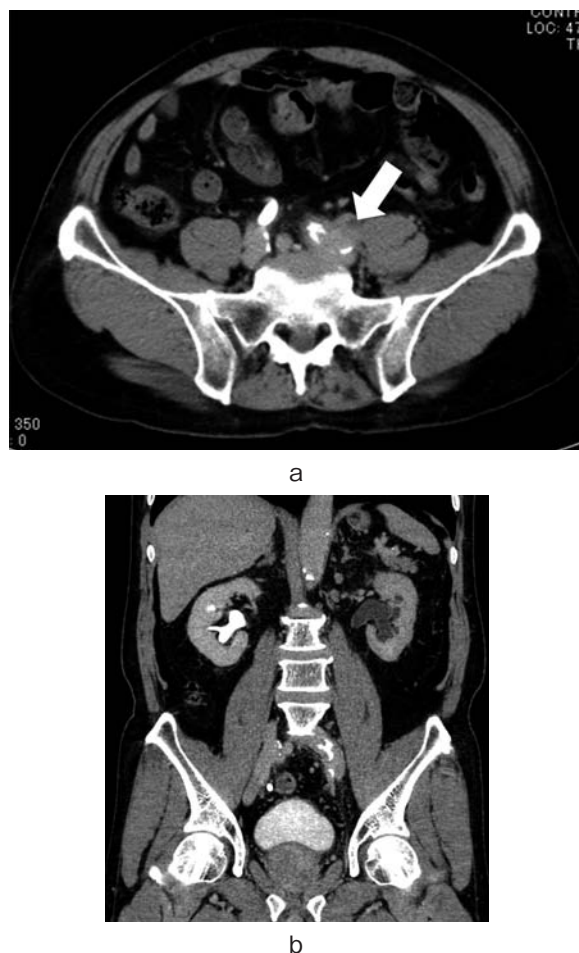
Enhanced CT. Soft tissue around the left iliac artery (an arrow) (a) and left hydronephrosis (b) are demonstrated.
